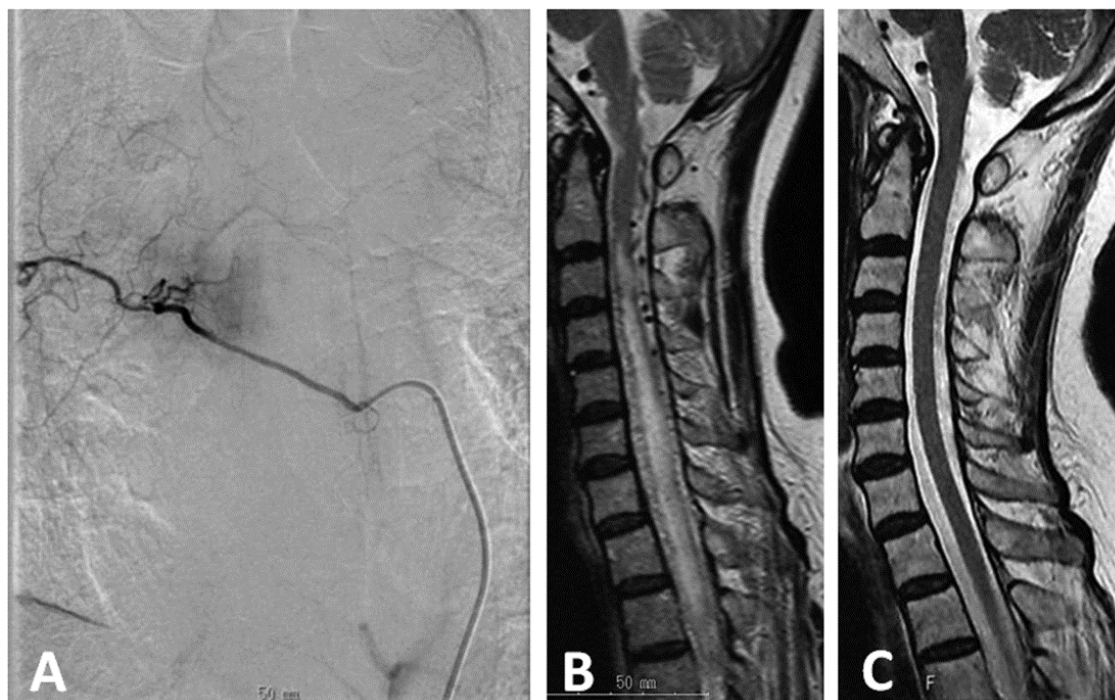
(A) Postoperative angiogram of the right T8 radicular artery showing complete obliteration of the fistula. (B) T2-weighted magnetic resonance image showing marked swelling of the spinal cord with intramedullary high intensity from C2 to T3 levels and multiple flow voids along the dorsal surface of the cervical cord. (C) Postoperative T2-weighted magnetic resonance image showing marked diminution of spinal cord swelling and abnormal flow voids.
